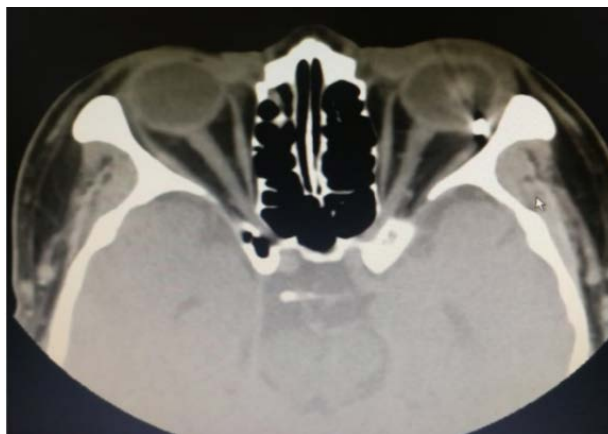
CT showed foreign body shadow in the vitreous cavity of the left eye
